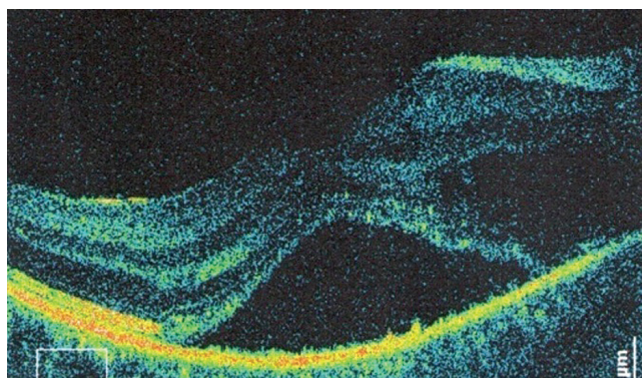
Оптическая когерентная томография макулярной области левого глаза. Определяется отслойка сетчатки в макулярной области
